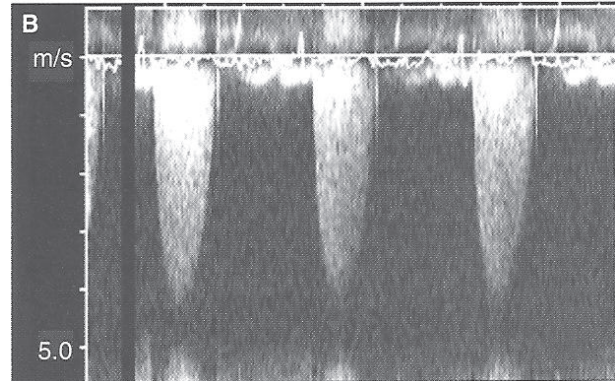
muestra el registro Doppler continuo de un paciente con estenosis aórtica severa. La velocidad del flujo sistólico es de 4.6 Mts/s con un gradiente de 86 mmHg. Las figuras 22-B y 22-C muestran registros de Doppler continuo en pacientes con estenosis aórtica ligera y moderada respectivamente.
